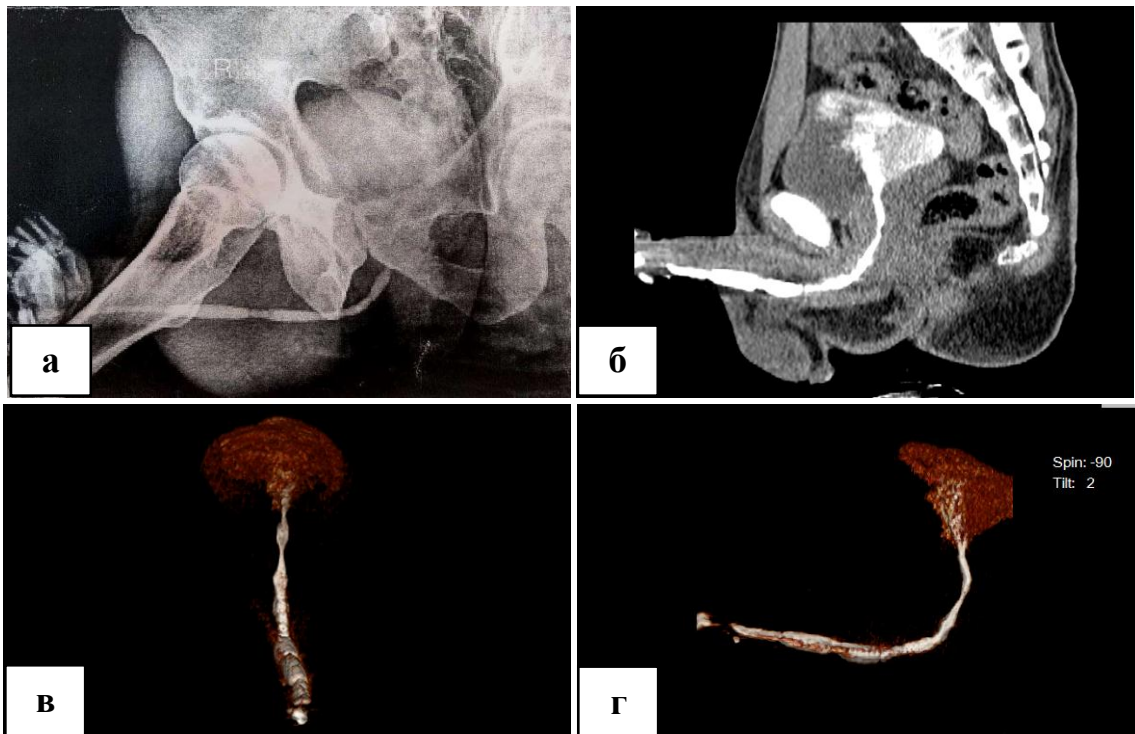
Тот же больной Дж.З.: рентгенограмма после антеградного контрастирования уретрального канала (а) и 3D модель просвета мочеиспускательного канала на КТ от мочевого пузыря до головки ПЧ (б,в). На уровне головки ПЧ отмечается сужение, из-за экстрауретрального сдавления уретра не наполняется контрастным веществом (г).
